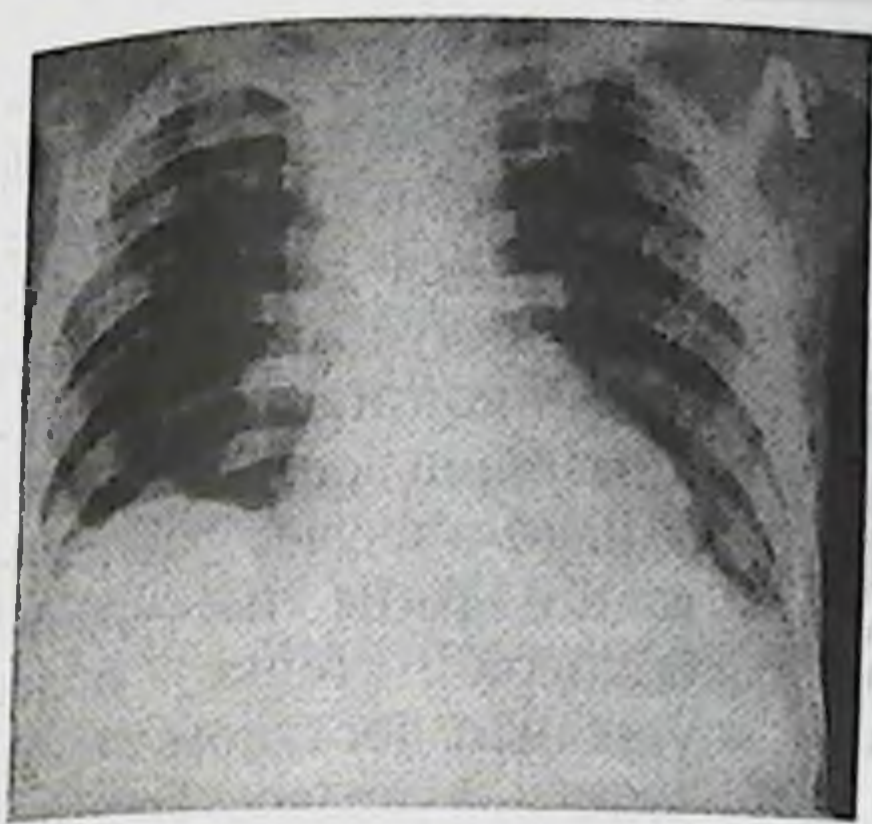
Рентгенограмма. Острый гнойный медиастинит после ранения шейного отдела пищевода. Резкое расширение верхнего отдела средостения
